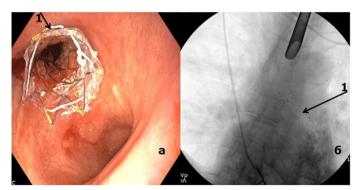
Обтурирующая опухоль левого главного бронха. Стент в бронхе: а - эндоскопическая картина после стентирования левого главного бронха, 1 - стент; б - рентгенограмма положения стента в просвете левого главного бронха
